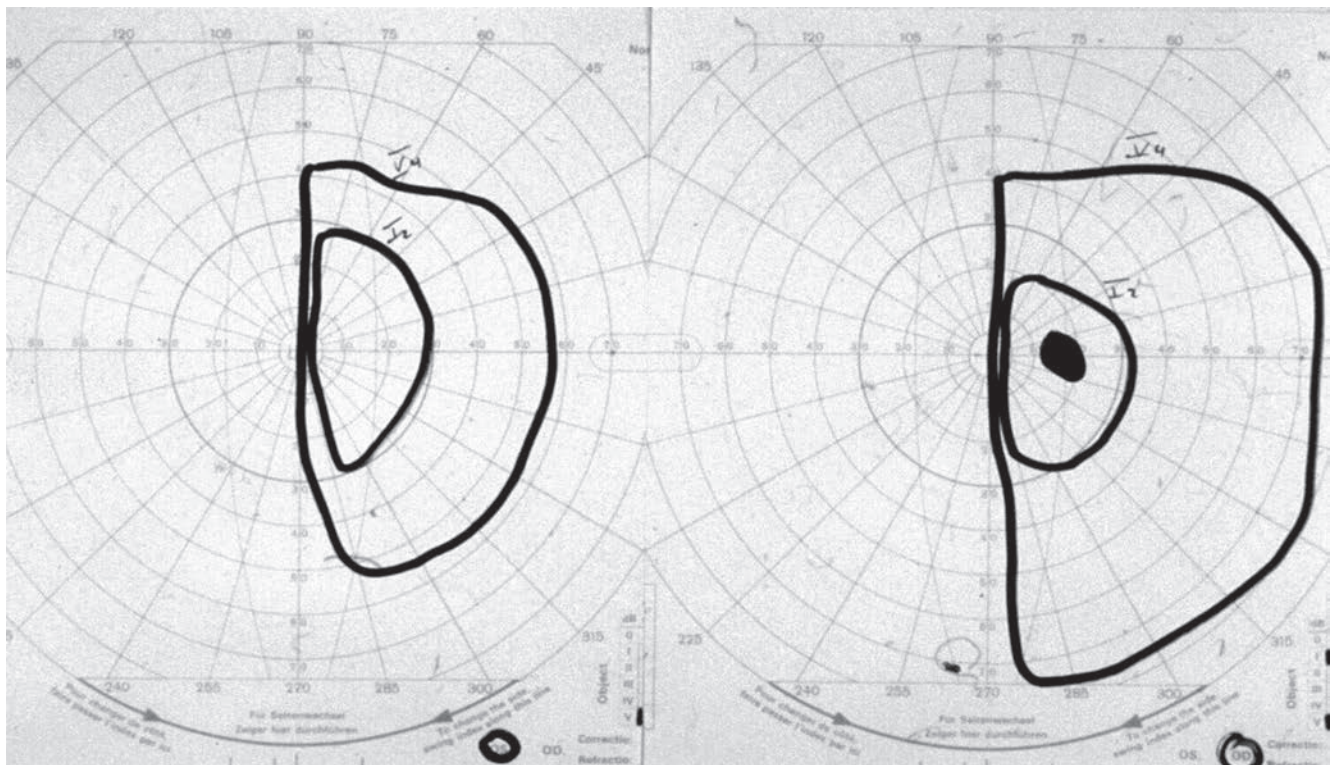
Accident vasculaire cérébral occipital. a. Le champ visuel montre une hémianopsie homonyme gauche totale. b. L'IRM met en évidence une ischémie étendue mais localisée au lobe occipital droit.
